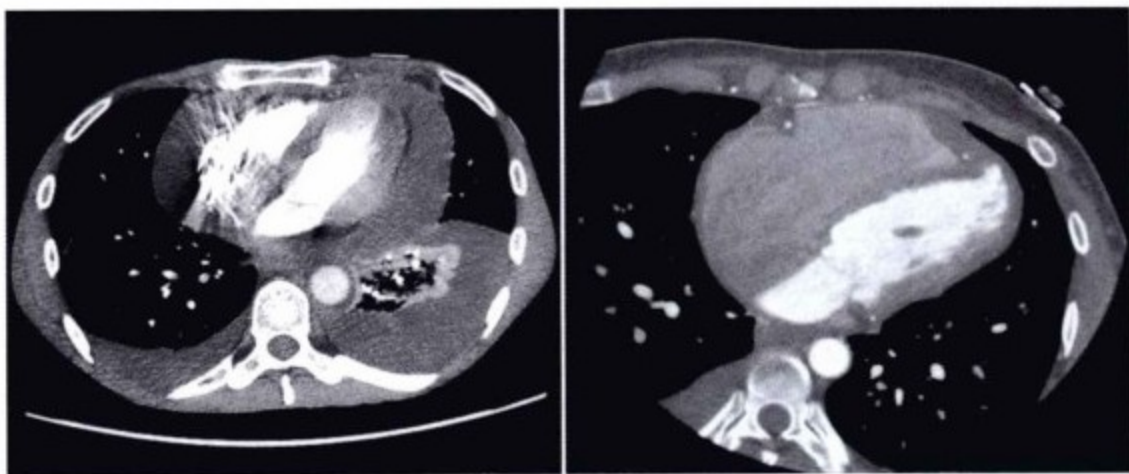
不同患者的胸部增强 CT (左)和心脏 CT(右)。胸部 CT 和心脏 CT 扫描技术不同,胸部 CT 能够提供心脏以外的其他细节,但损失心脏的空间分辨率和时间分辨率,造影剂引起右心伪影。心电门控、团注造影剂、追加生理盐水和小 FOV 明显提高了分辨率,但无法同时观察心脏以外的病变。
